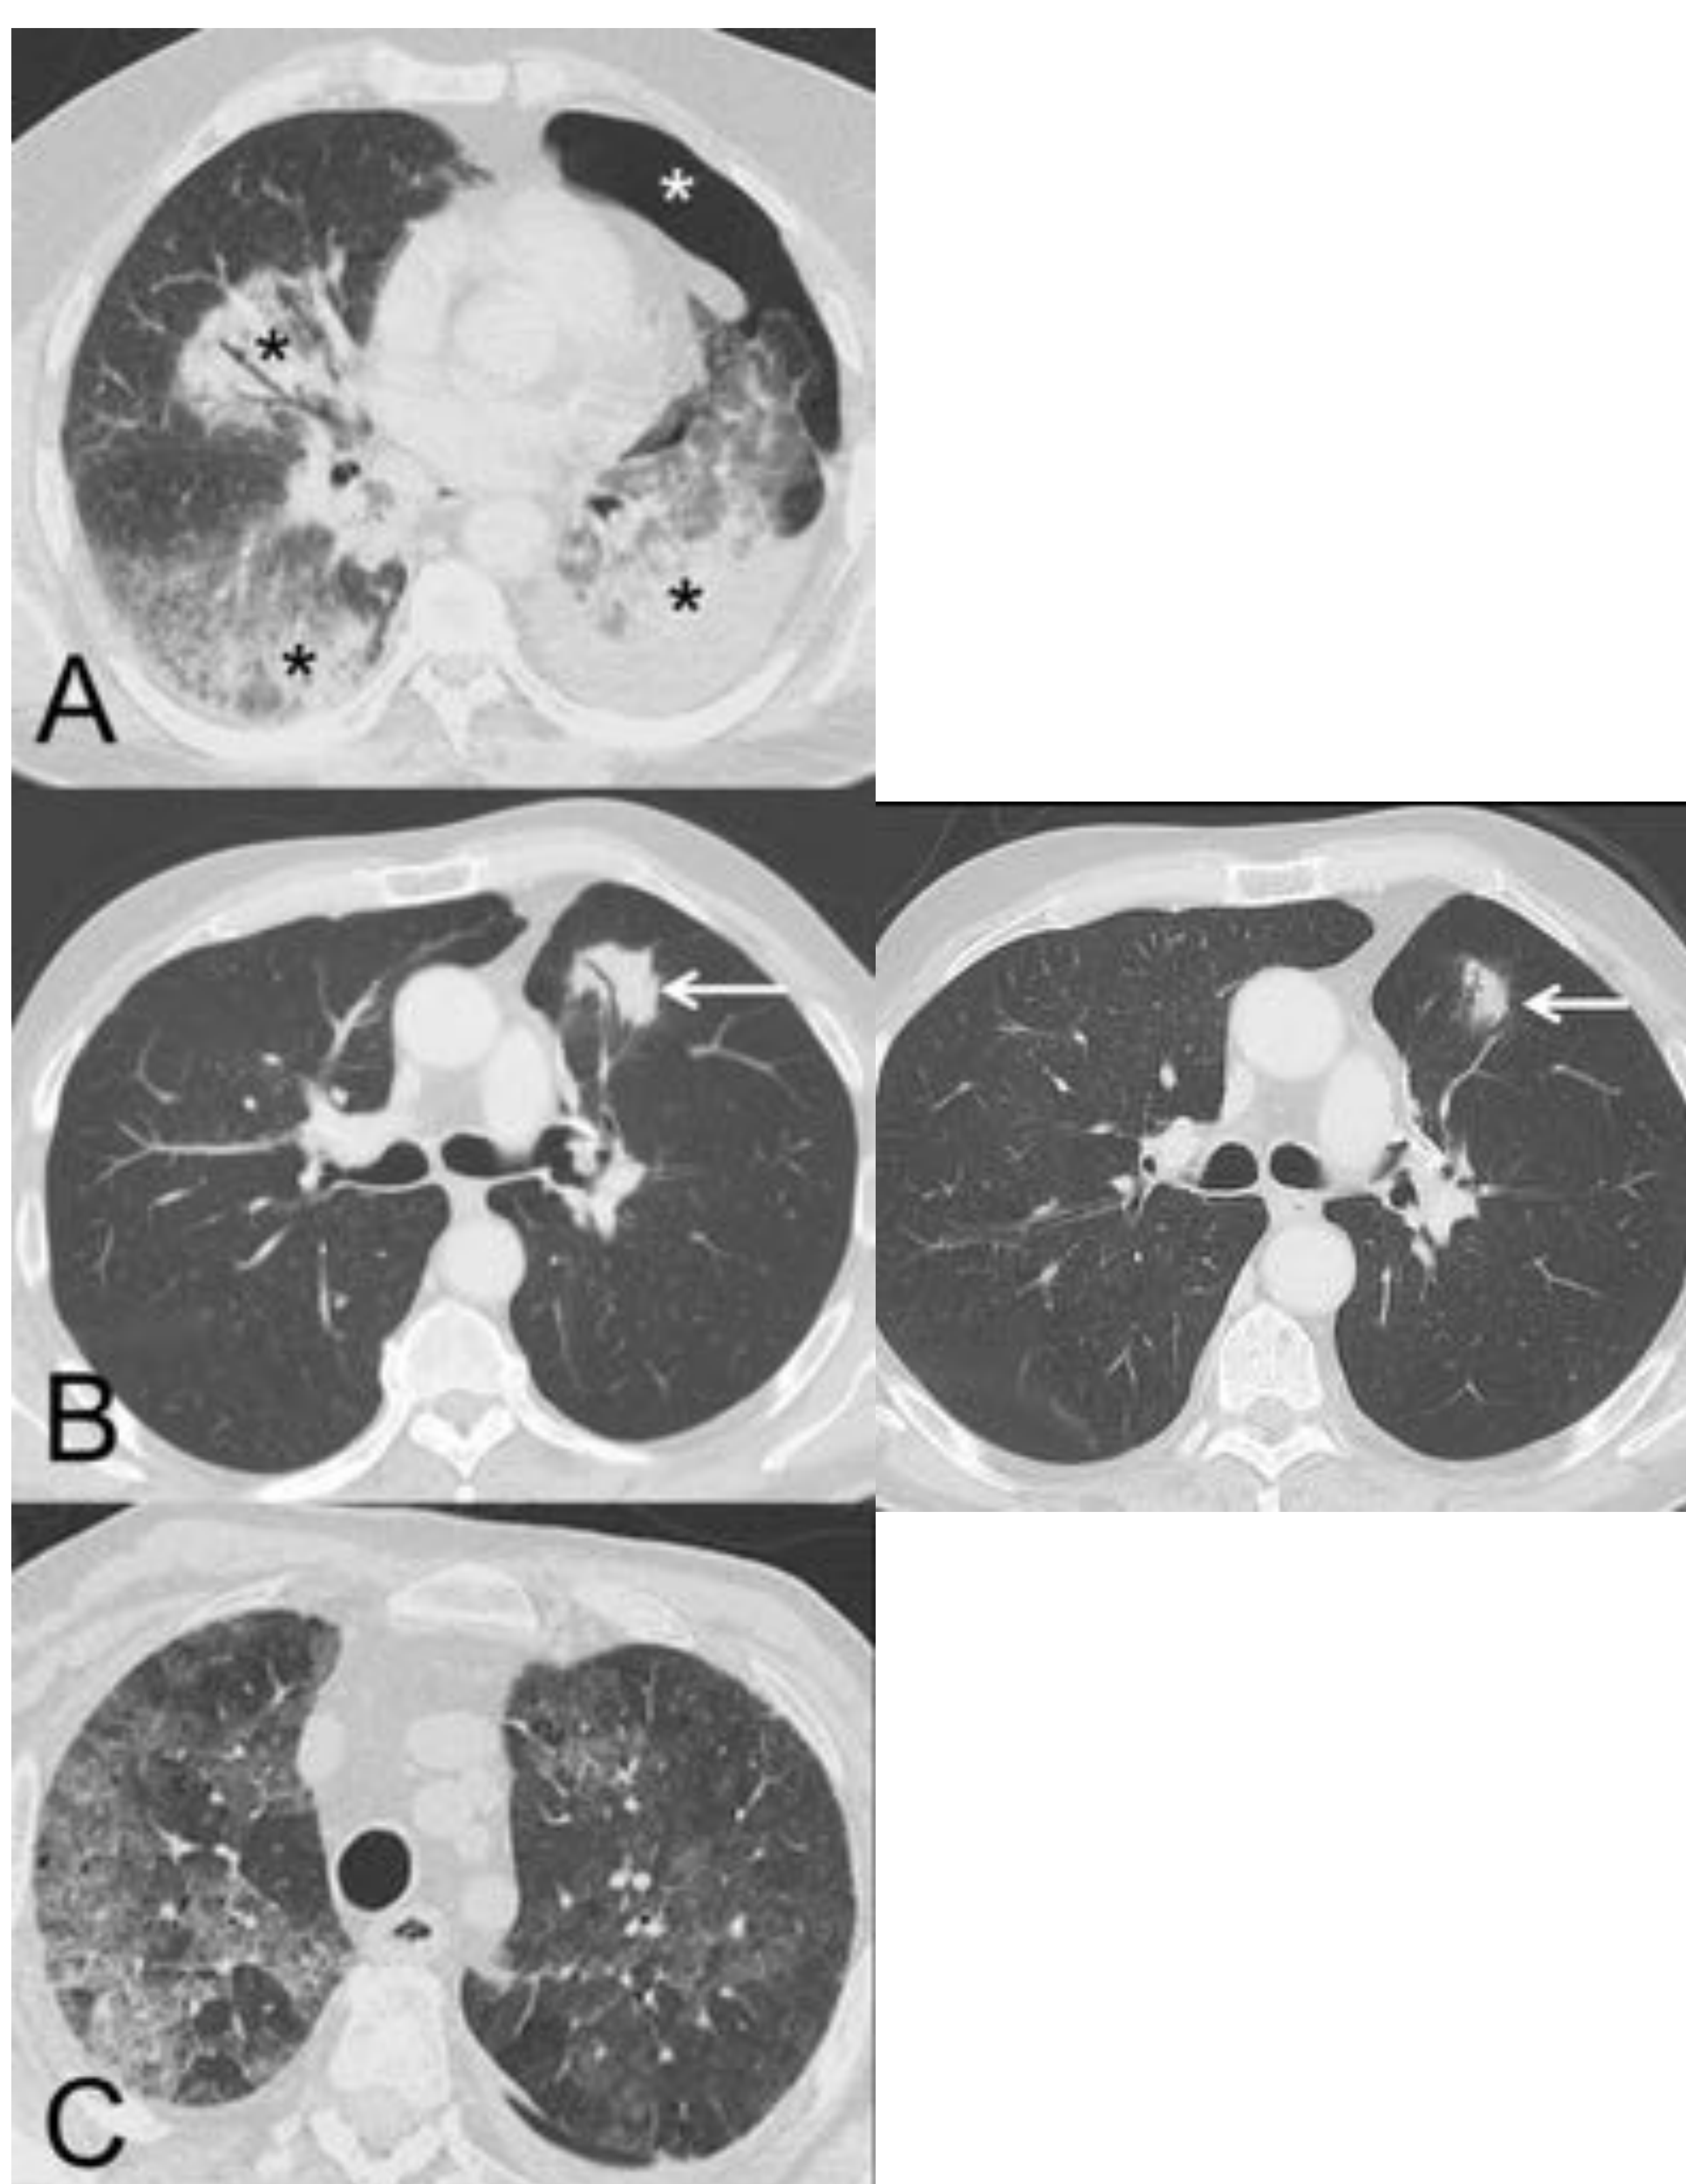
Ejemplos de neumonitis (toxicidad pulmonar): (A) Paciente de 64 años con CP metastásico en tratamiento con IT (nivolumab) en el que se observa la aparición en una TC de consolidaciones peribronquiales bilaterales (asteriscos negros). En este caso se decidió realizar una biopsia pulmonar con aguja gruesa de una consolidación dominante en lóbulo inferior izquierdo, la cual demostró focos de neumonía organizada y ausencia de células tumorales; la biopsia se complicó con un neumotórax izquierdo (asterisco blanco). (B) Paciente de 68 años con CP localmente avanzado en tratamiento adyuvante con IT (nivolumab); la imagen de la izquierda muestra la aparición en una TC de una lesión (flecha) con broncograma aéreo en pulmón izquierdo. En este caso se decidió tratamiento empírico con corticoides sistémicos y repetición de TC de tórax en 4 semanas (imagen de la derecha), en la que se confirmó una resolución parcial de la opacidad pulmonar (flecha). El patrón radiológico sugirió una neumonía organizada. (C) Paciente de 76 años con CP metastásico en tratamiento con IT (pembrolizumab) que consultó por disnea. La TC de tórax mostró extensas opacidades bilaterales de atenuación en vidrio deslustrado (patrón de neumonitis intersticial no específica). El paciente mejoró tras la suspensión de la IT y la administración de corticoides sistémicos
